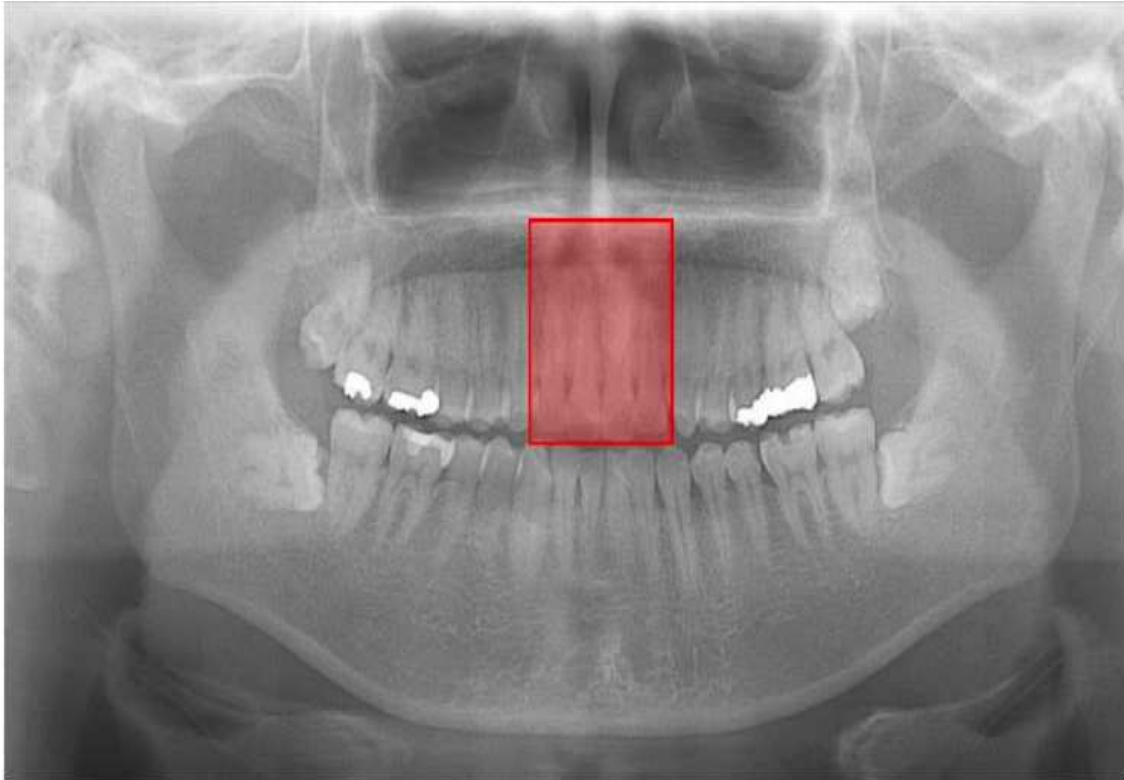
Exemplo de identificação automatizada de dentes supranumerários incluídos em radiografia panorâmica. Os quadros de detecção ilustram a capacidade de uma rede neuronal convolucional para identificar a anomalia dentária (mesiodens), apesar da sobreposição de estruturas anatômicas adjacentes. Adaptado de Kuwada et al. (2020).
